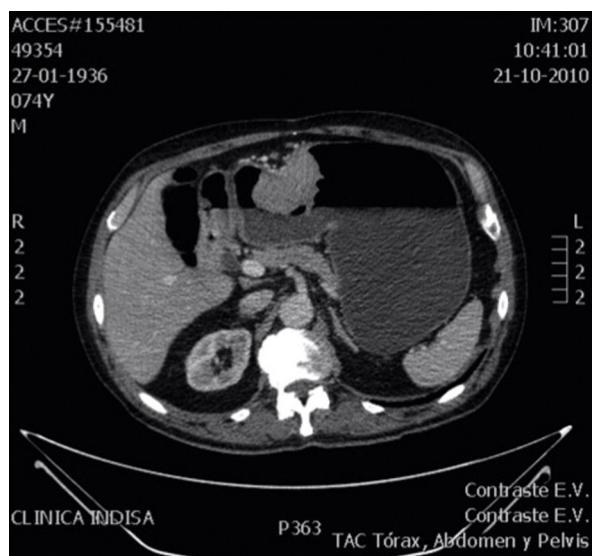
Tomografía axial computarizada con contraste venoso de abdomen. Formación polipoidea sésil de superficie irregular de 6,7 × 3,5 cm, en la cara anterior del estómago, en la unión del cuerpo y antro.
